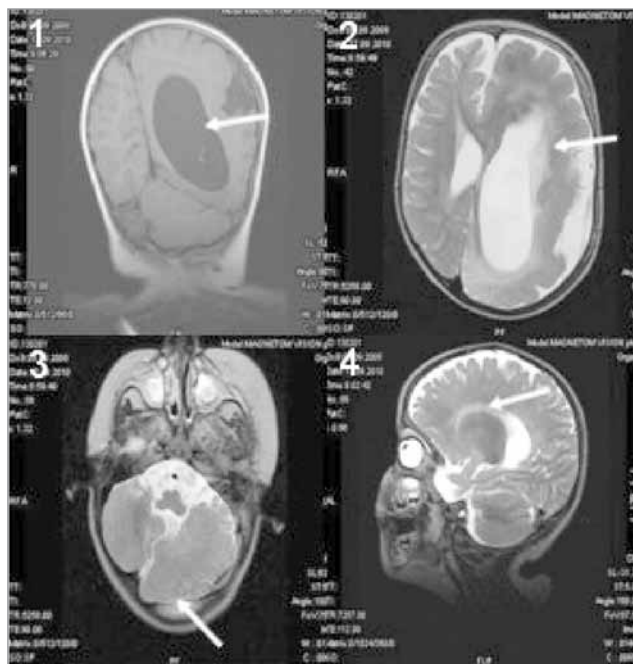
МРТ-ознаки поєднаної конгенітальної мальформації: лівобічна гемімегаленцефалія (1-корональна проекція, стрілка), 2-аксіальна проекція, стрілка), лісенцефалія (2-аксіальна проекція, стрілка), мозочкова дисплазія ліворуч (3-аксіальна проекція, стрілка), гіпогенезія мозолистого тіла (4-сагітальна проекція, стрілка)
